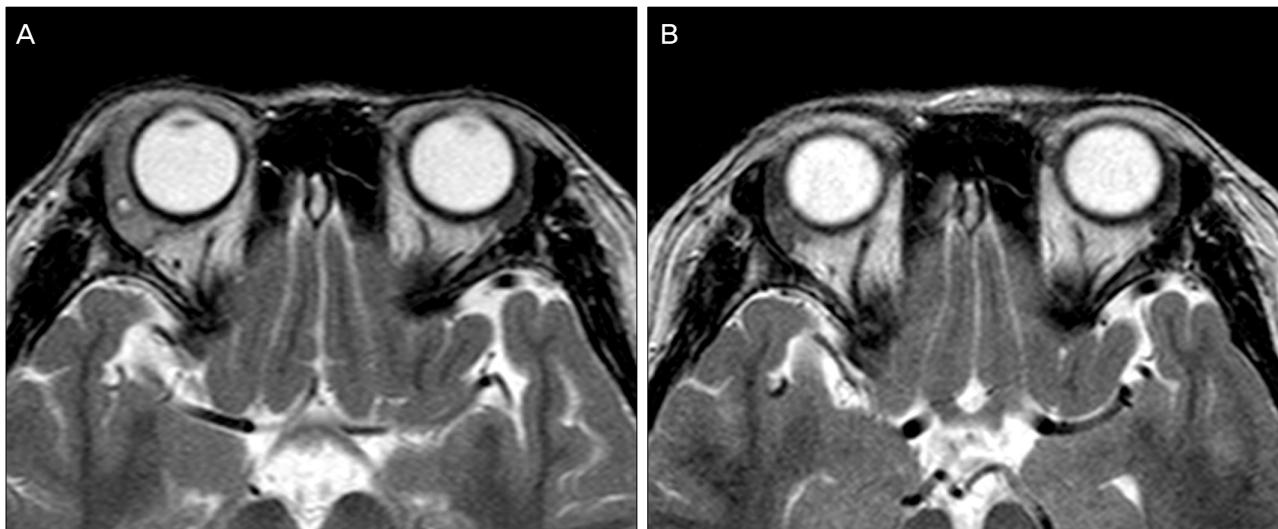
T₂-weighted orbital MRI findings. (A) Axial shows nonenhancing diffusely enlarged right lacrimal gland with enhancing oval-lesions and swelling of the right temporal eyelid. (B) Two months after treatment, complete resolution of the previous dacryoadenitis in the right lacrimal gland.
